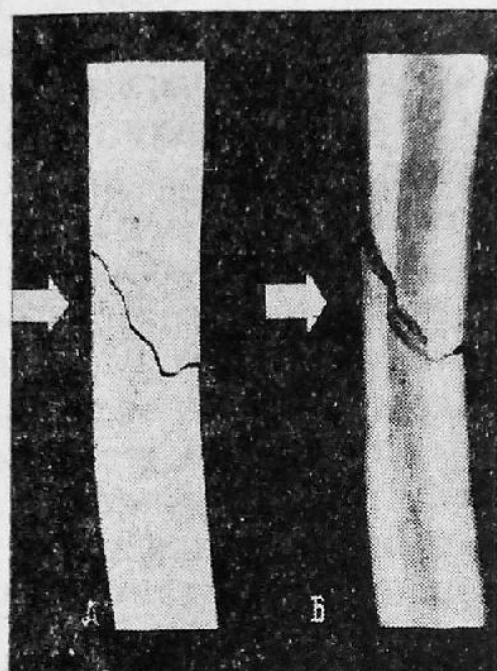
Макет (А) рентгеновского изображения (Б) перелома лучевой кости, возникшего от прямого действия тупого предмета; стрелки указывают направление удара
